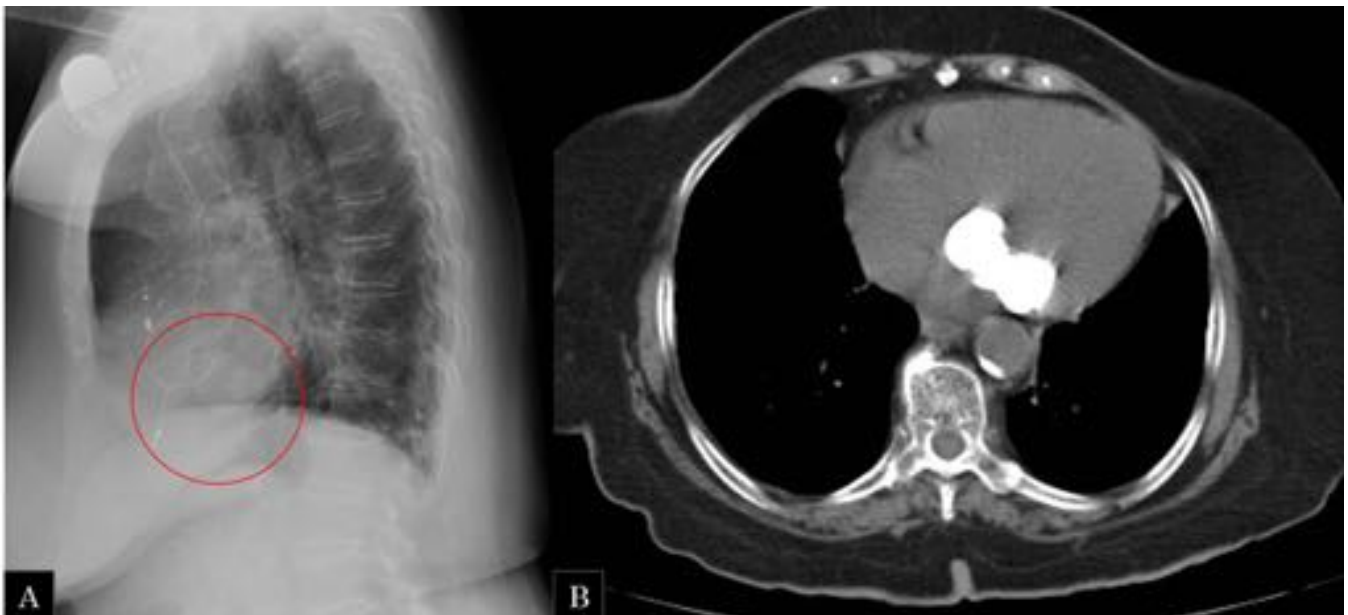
Mujer de 82 años que presenta una calcificación grosera del anillo valvular mitral. A) RX tórax lateral: se observa imagen de alta densidad superpuesta a silueta cardiaca. B) TC tórax sin CIV. Se corroboran los hallazgos de la RX simple observando la imagen cálcica de gran tamaño en el anillo valvular mitral.
